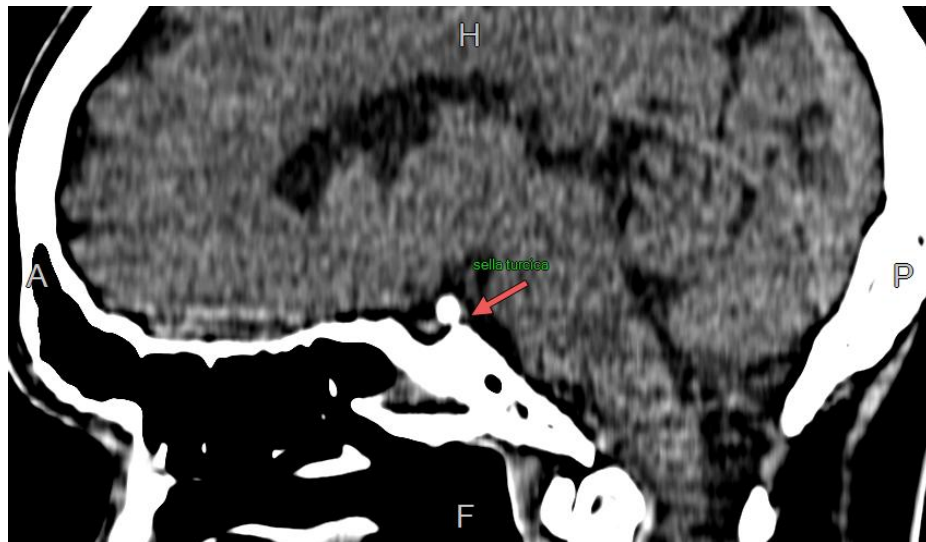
Комп'ютерна томограма: турецьке сідло
